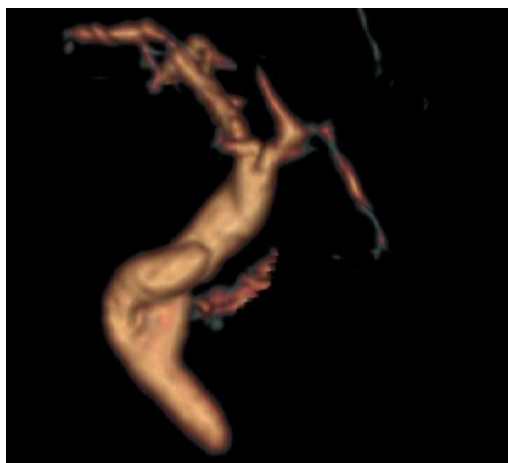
Imagen de colangiografía por resonancia nuclear (reconstrucción tridimensional) donde se aprecia un muñón cístico alargado.
